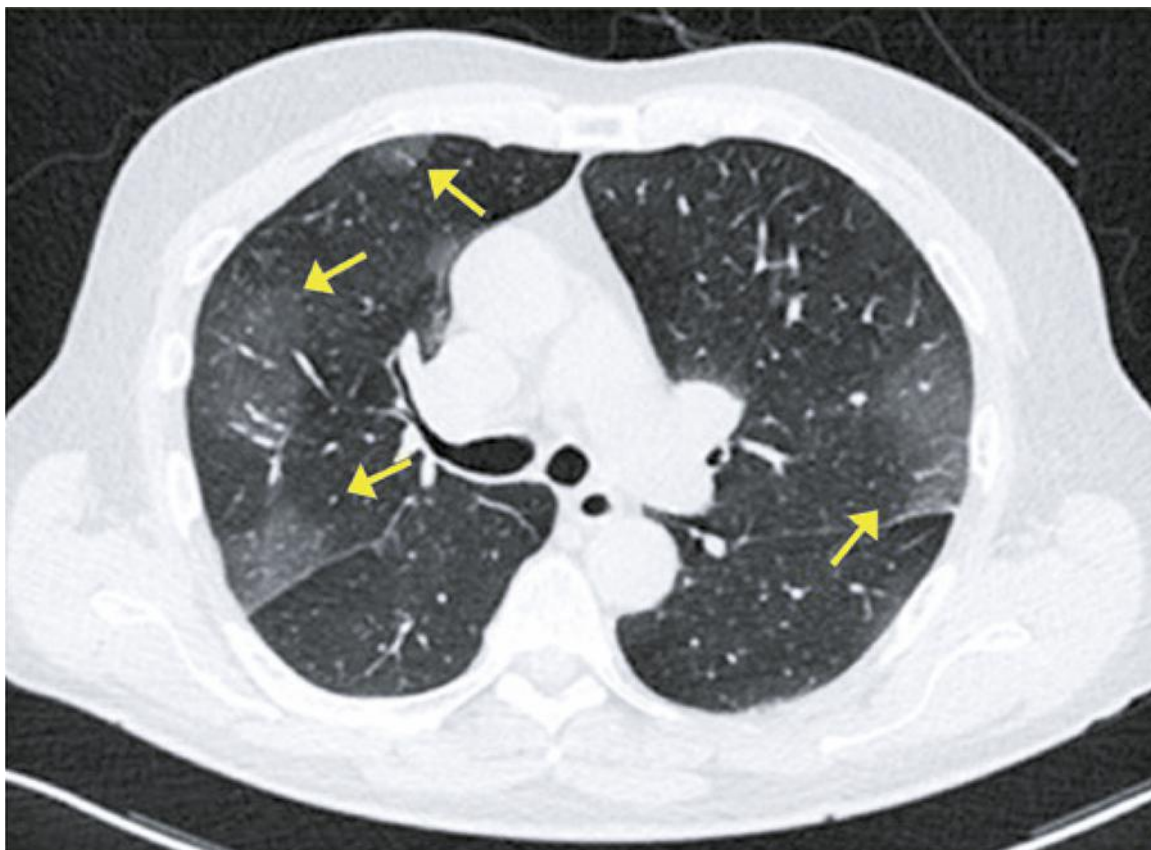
Tomografía computarizada que muestra opacidades periféricas en vidrio esmerilado en los lóbulos superiores. Imagen tomada de *COVID-19 Findings Identified in Chest Computed Tomography: a Pictorial Essay* [1]
